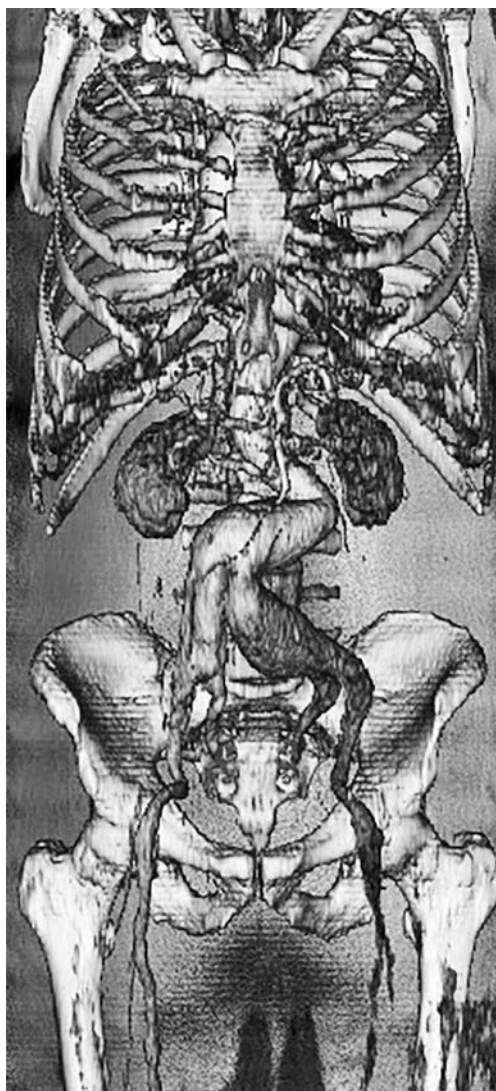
Трехмерная реконструкция МСКТ с внутривенным контрастированием до оперативного вмешательства.
